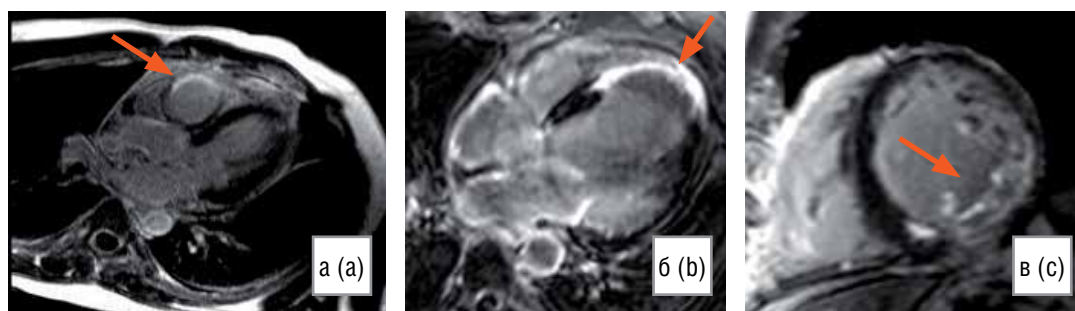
Выявление зон инфаркта миокарда при МРТ с отсроченным контрастированием [собственные данные]
